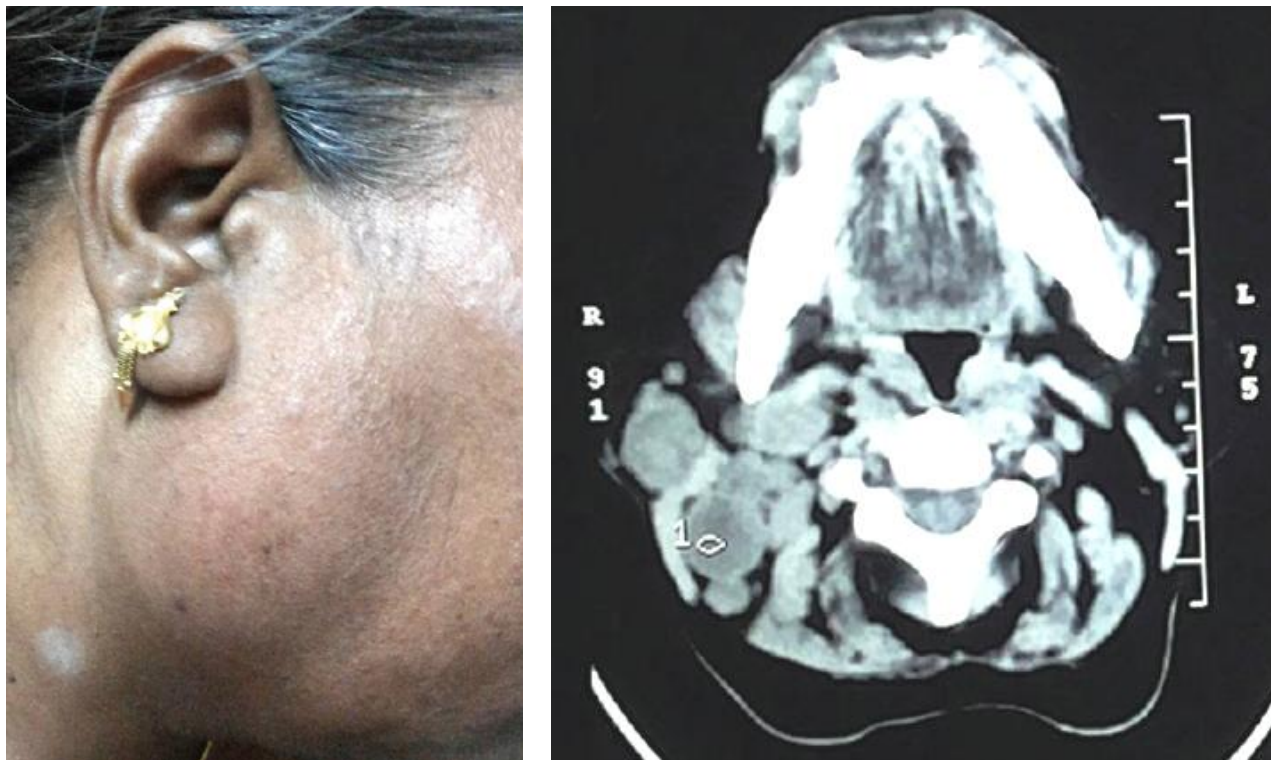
Верифицированный туберкулез правой околоушной железы. Отек и КТ-изображение увеличенной правой околоушной железы с гипоехогенным размягчением [11]
